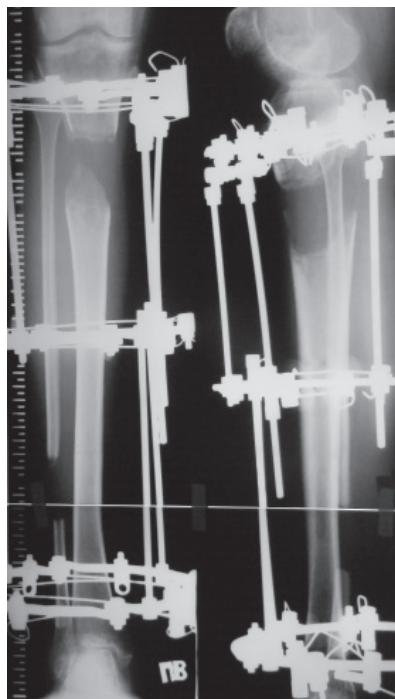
Рентгенограмма правой голени пациента П., 36 лет. Субъективно низкий рост. Удлинение голени на 6,5 см. Один месяц фиксации. На рентгенограмме признаки замедленной консолидации дистракционного регенерата
